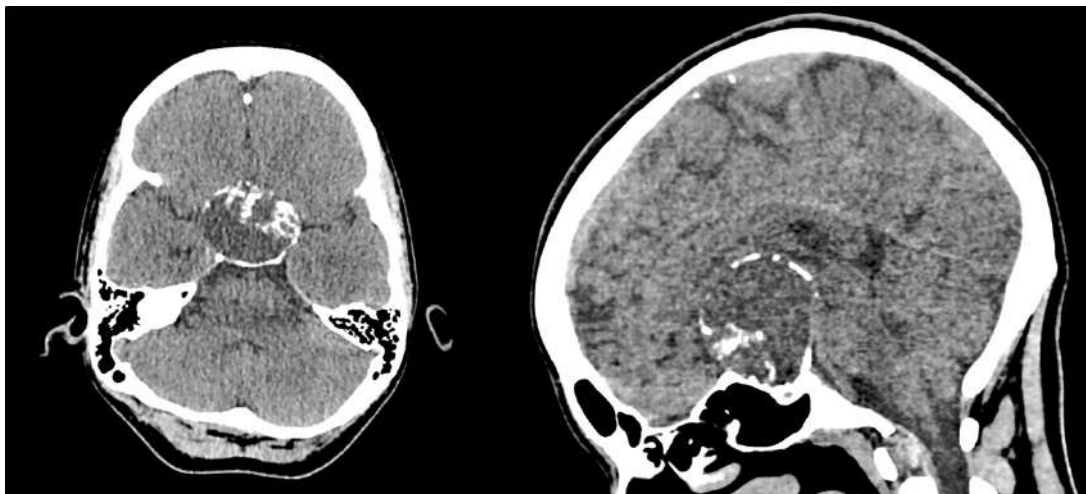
Спостереження №24. Візуалізація звапнених ділянок в адамантиноподібній КФ за даними МСКТ.
